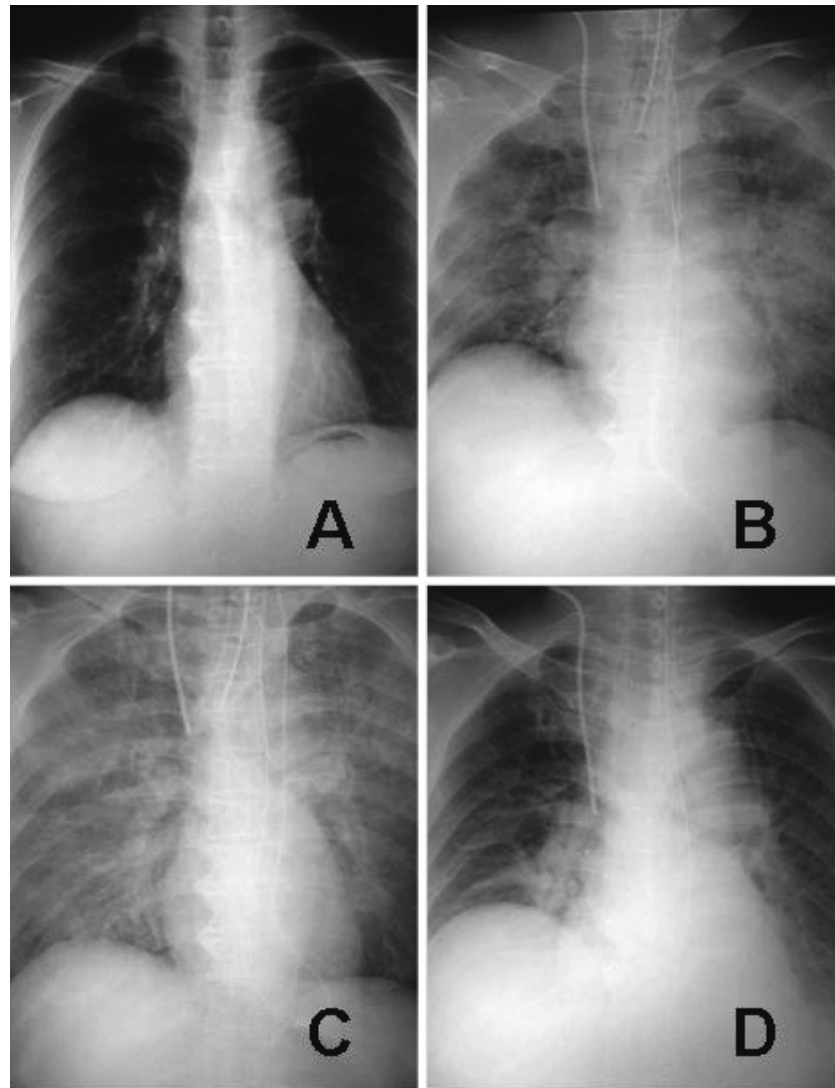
Chest X-rays through the pre-and postoperative period
